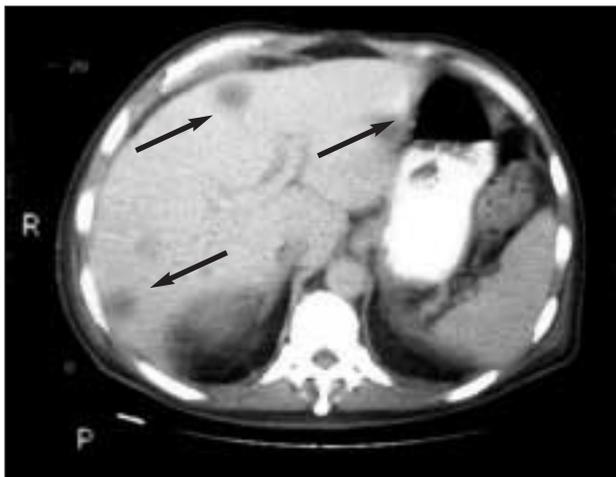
TAC abdominal que muestra múltiples lesiones de bajo coeficiente de atenuación en ambos lóbulos hepático (la mayor de 3 cm de diámetro), de bordes poco delimitados (fig. 1A) y diversas adenopatías retroperitoneales (fig. 1B).
